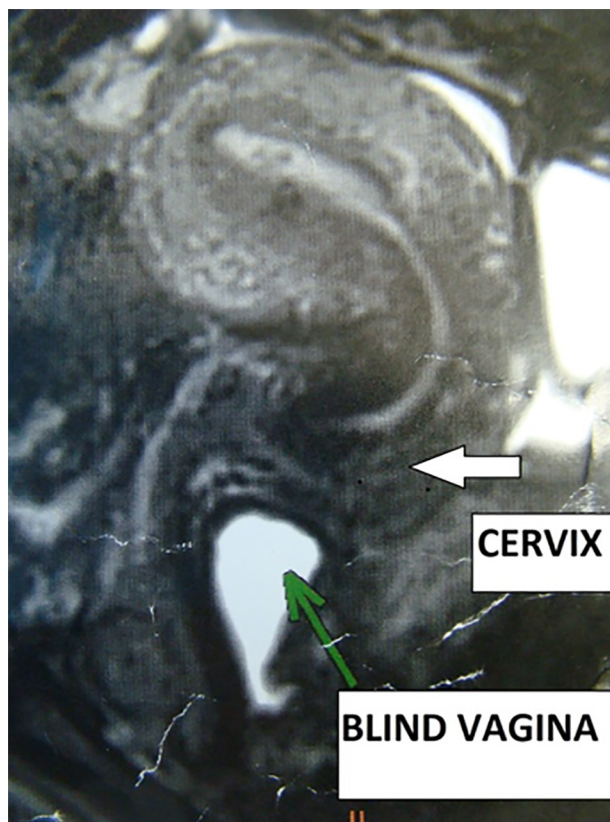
Ressonância Nuclear Magnética evidenciando a vagina em fundo cego
